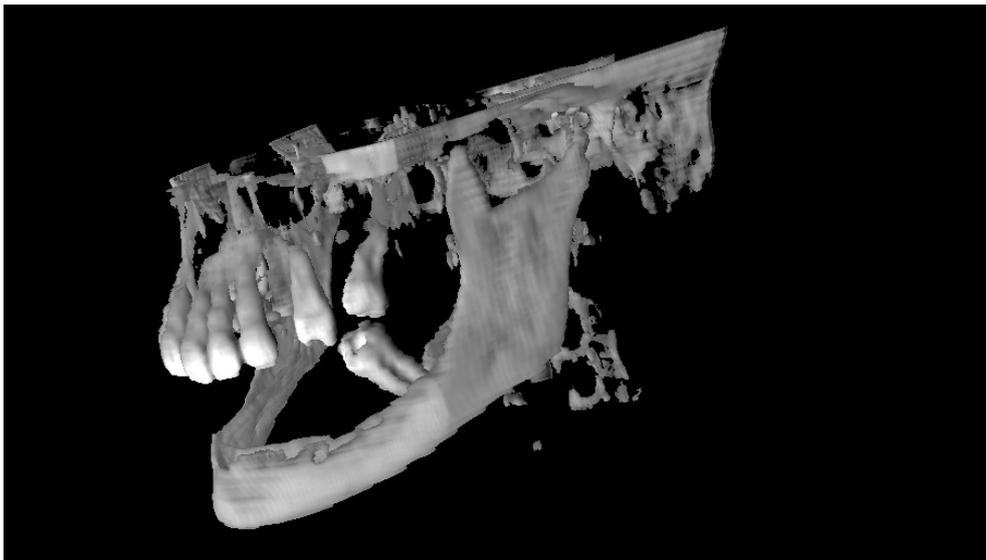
paciente 2 - reconstrução 3D das imagens TC obtidas no sistema *TC Somaton Esprit da Siemens*.
